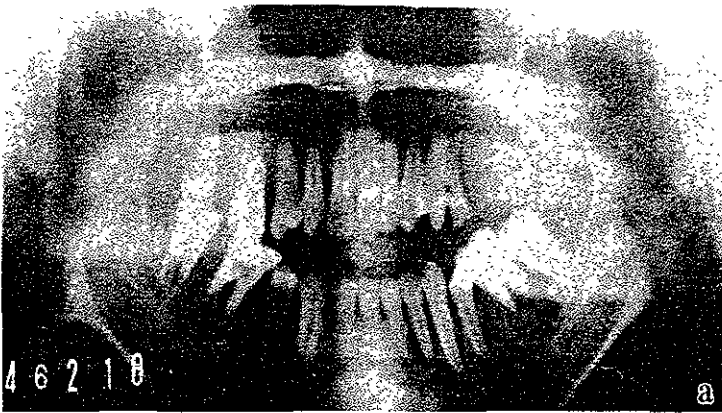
Ortopantomografía de Linfoma de Burkitt<sup>24</sup>
